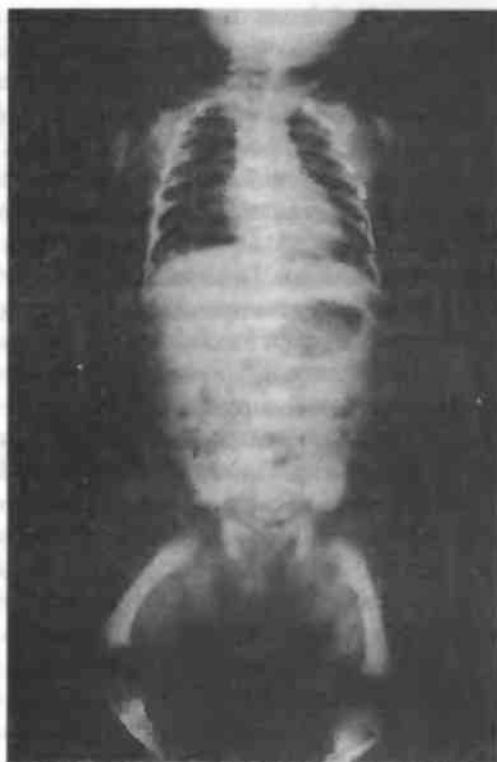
Рентгенограмма грудного ребенка с ахондроплазией. Сужение расстояния между ножками дуг с I по V поясничного позвонка; подвздошные кости широкие и округлые; вертлужные впадины плоские. Трубчатые кости укорочены; некоторая неравномерность тени метафизов
